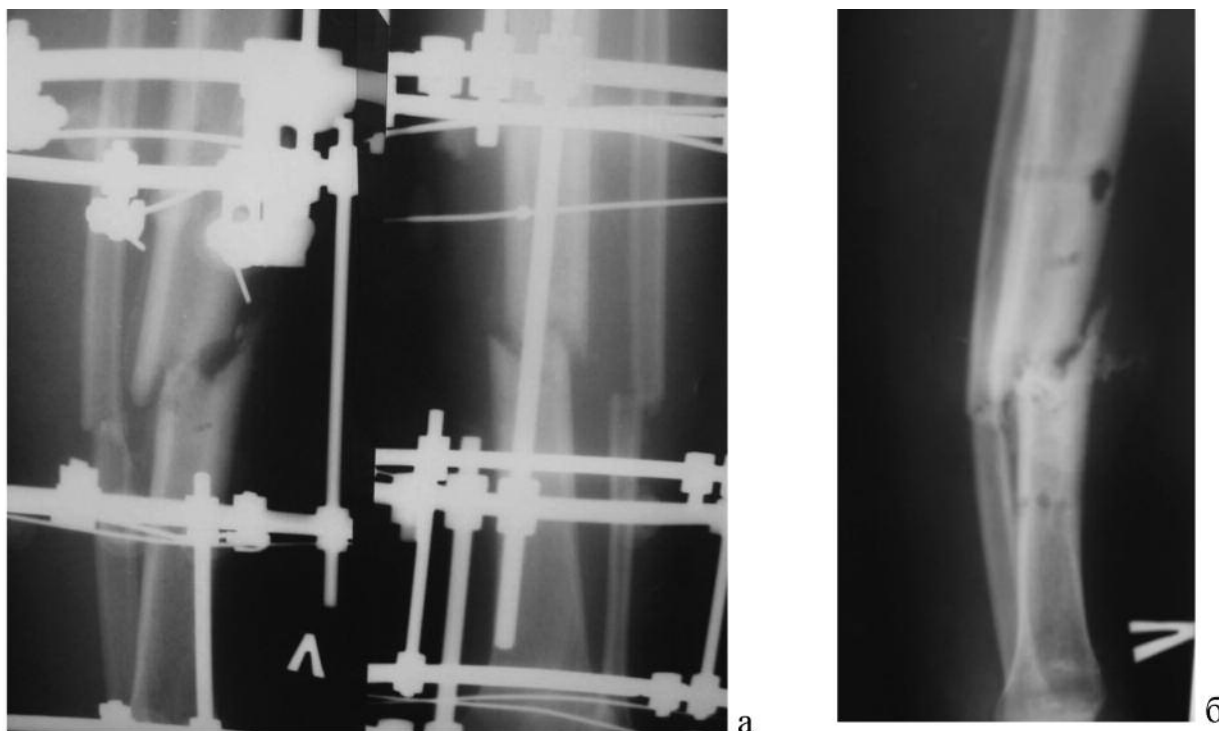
Рентгенограми пацієнта 18 років з косим перелом кісток гомілки після автошляхової травми:
